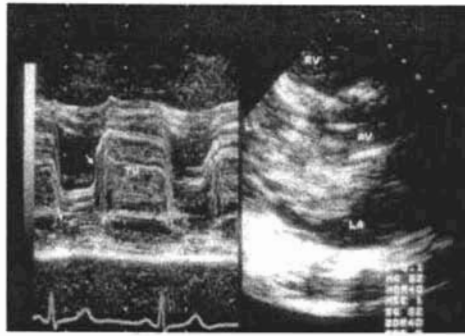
Ecocardiograma bidimensional y modo M. Eje Largo Paraesternal que demuestra mixoma auricular izquierdo que prolapsa al ventrículo izquierdo en diástole.. Ref 85.
